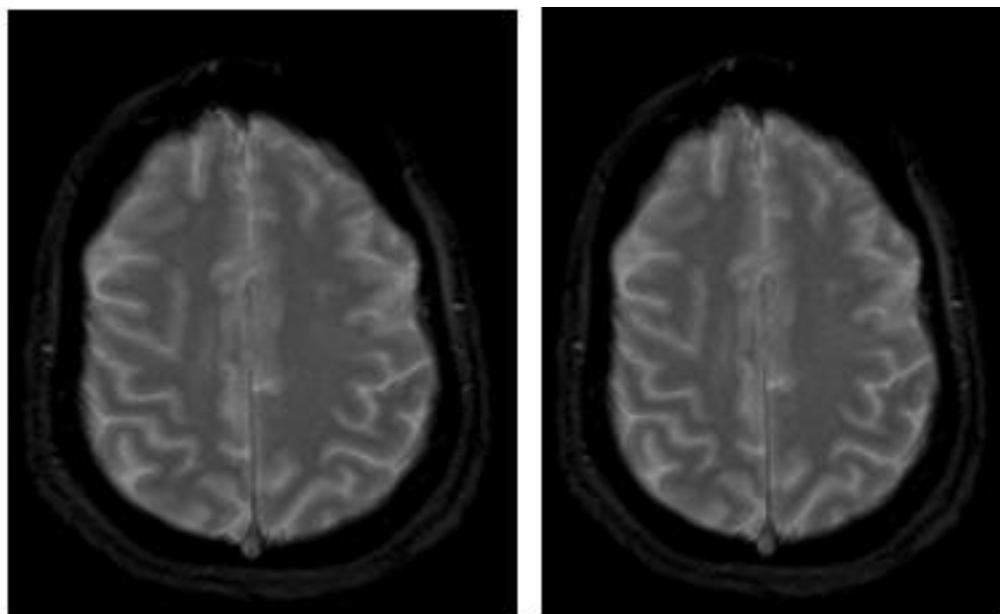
IRM eontrastada encéfalo. Estudios de imagen de control posterior al curso de la enfermedad, sin evidencia de lesiones en T2.
